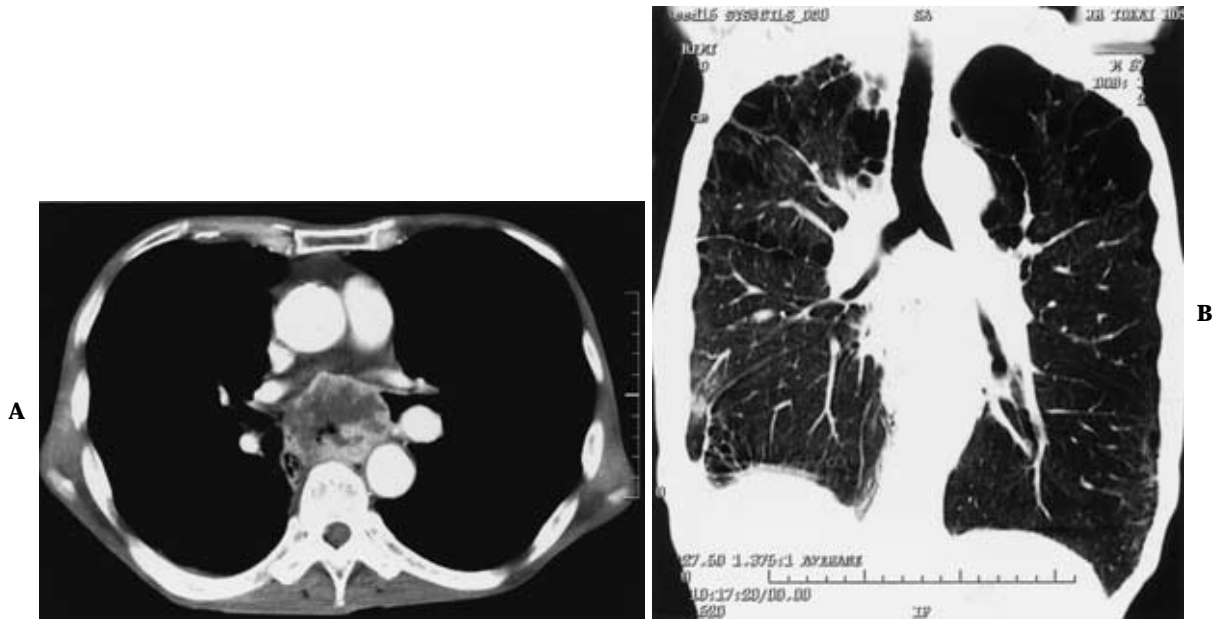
A. Chest computed tomography on admission reveals an enlarged subcarinal lymph node involving the esophagus. B. Chest computed tomography (multiplanar reformation image) shows stenosis due to subcarinal lymph node metastasis in the left main bronchus.
